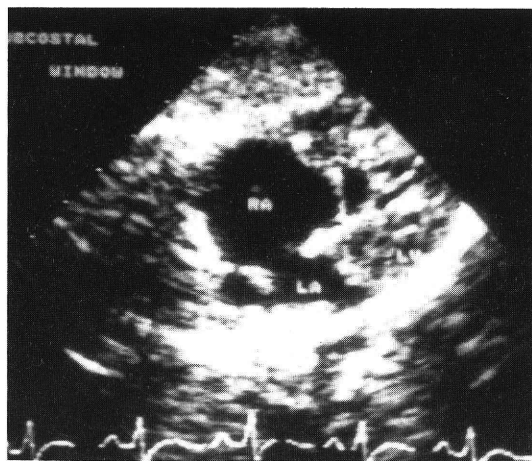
超音波断層心エコー検査。左房は小さく、径8mmの心房中隔欠損を認める。左室は狭小で、大部分を乳頭筋が占めている。
